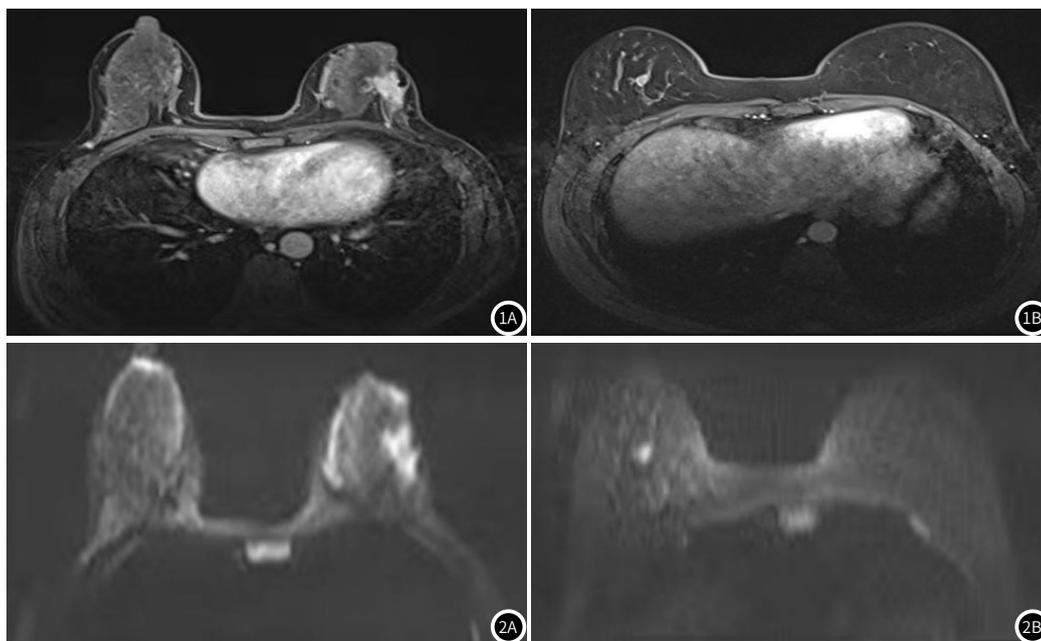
图1B 乳腺良恶性病变患者的MRI图像对比(1A为乳腺良性肿瘤、1B为乳腺恶性肿瘤)。
